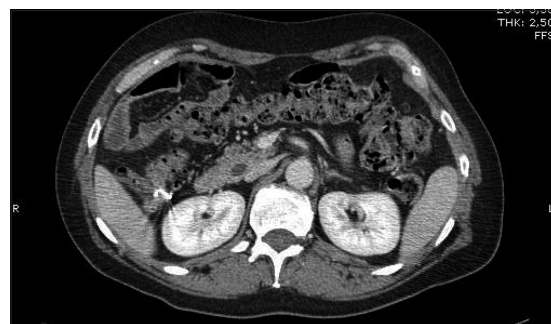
TC de abdomen con contraste ev que objetiva material hiperdenso en colon ascendente.
